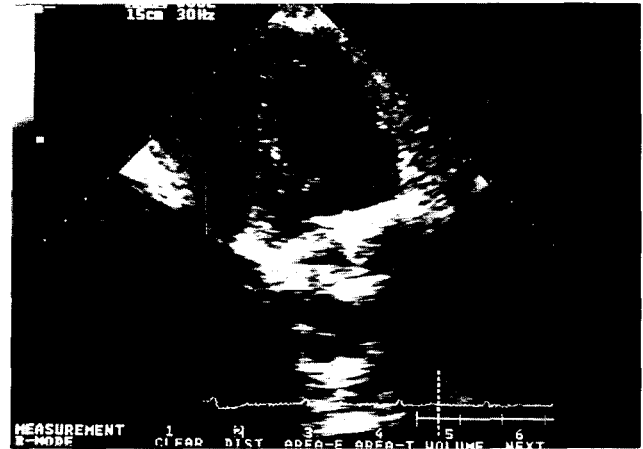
Two-dimensional echocardiogram after drainage (case 1) shows fluid removal, obliteration of the pericardial space.
